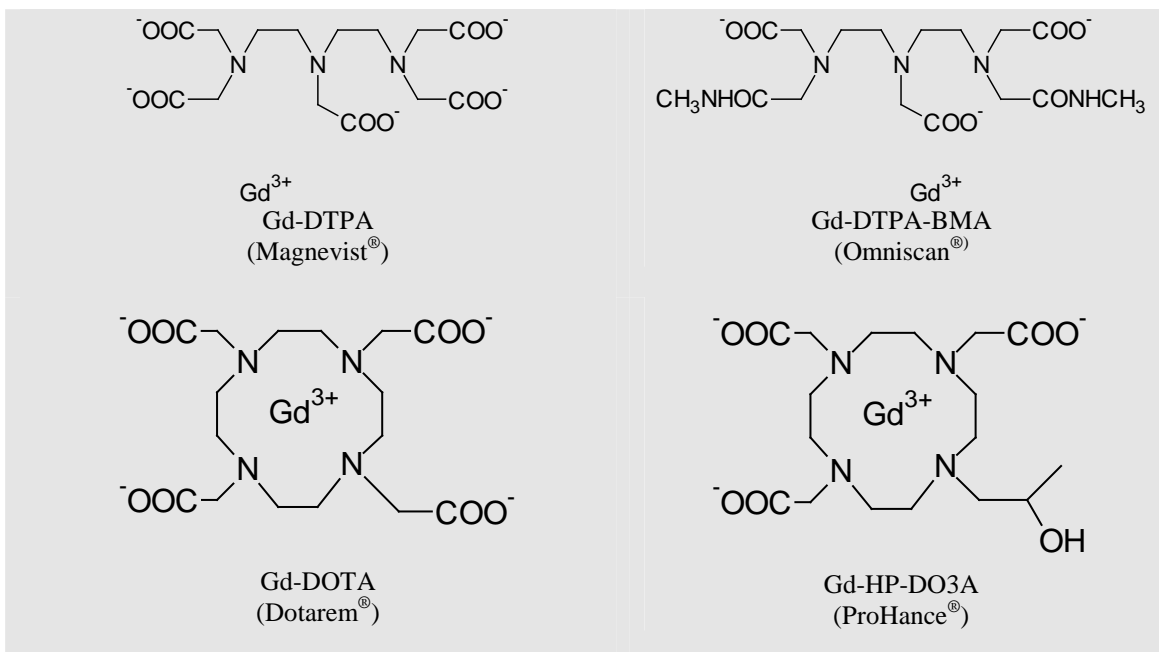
structure d'agents de contraste paramagnétiques commerciaux (<http://w3.umh.ac.be/chimie/docs/RMN/rmn-1.htm>).
